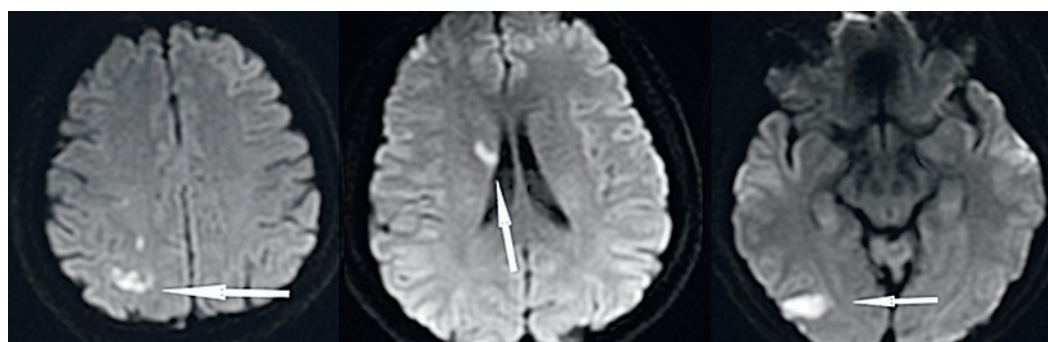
МРТ головного мозга в режиме DWI, на которой выявляются множественные острые ишемические очаги эмболической природы
